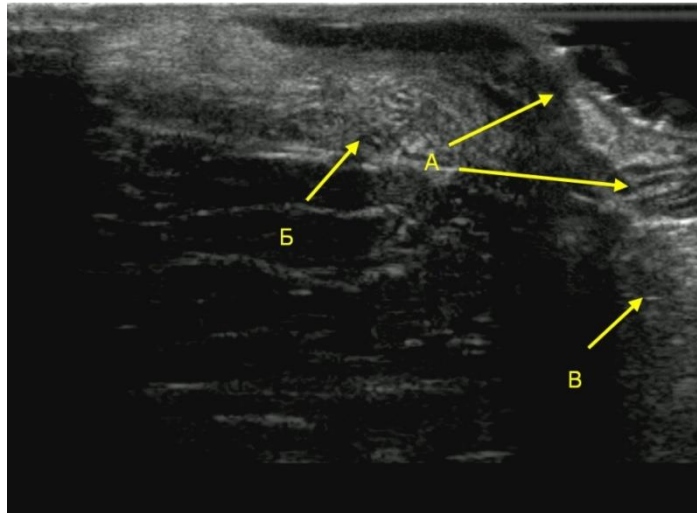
Группа 2, Больная К. 33 л., ИБ № 2018. Хронический геморрой 3 (3, 11 ч.у.ц.) – 4А (7 ч.у.ц.) стадии, 21 сутки после операции, ТРУЗИ, связка Паркса разобщена на отдельные порции (А), наружный (Б) и внутренний (В) сфинктеры инфильтрированы.
